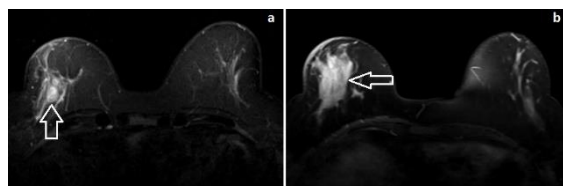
a DCE-MRI shows well-margined, contrast-enhancing mass (open arrow) in the right breast. b DCE-MRI reveals heterogeneous non-mass-like enhancement pattern in the right breast.
